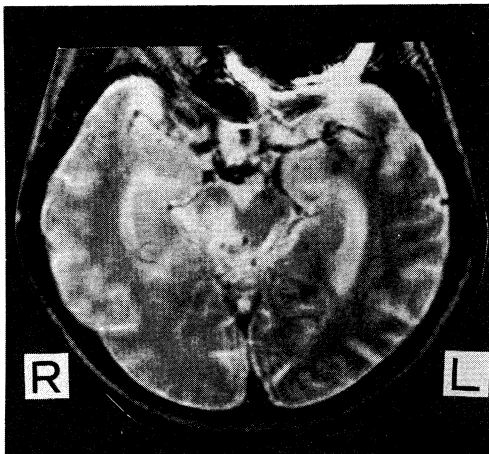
入院 10 週後頭部単純 MRI T2 強調画像
